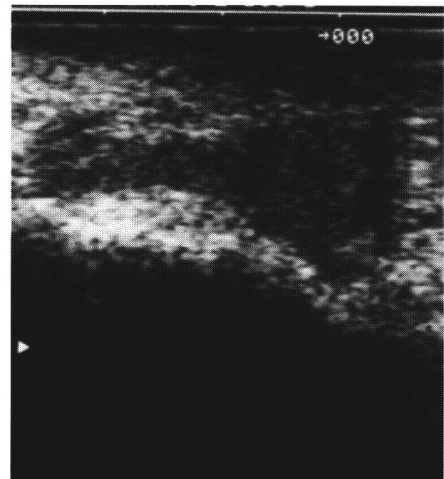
座骨部エコー像（異常；座骨結節上に低エコー域がみられる）
